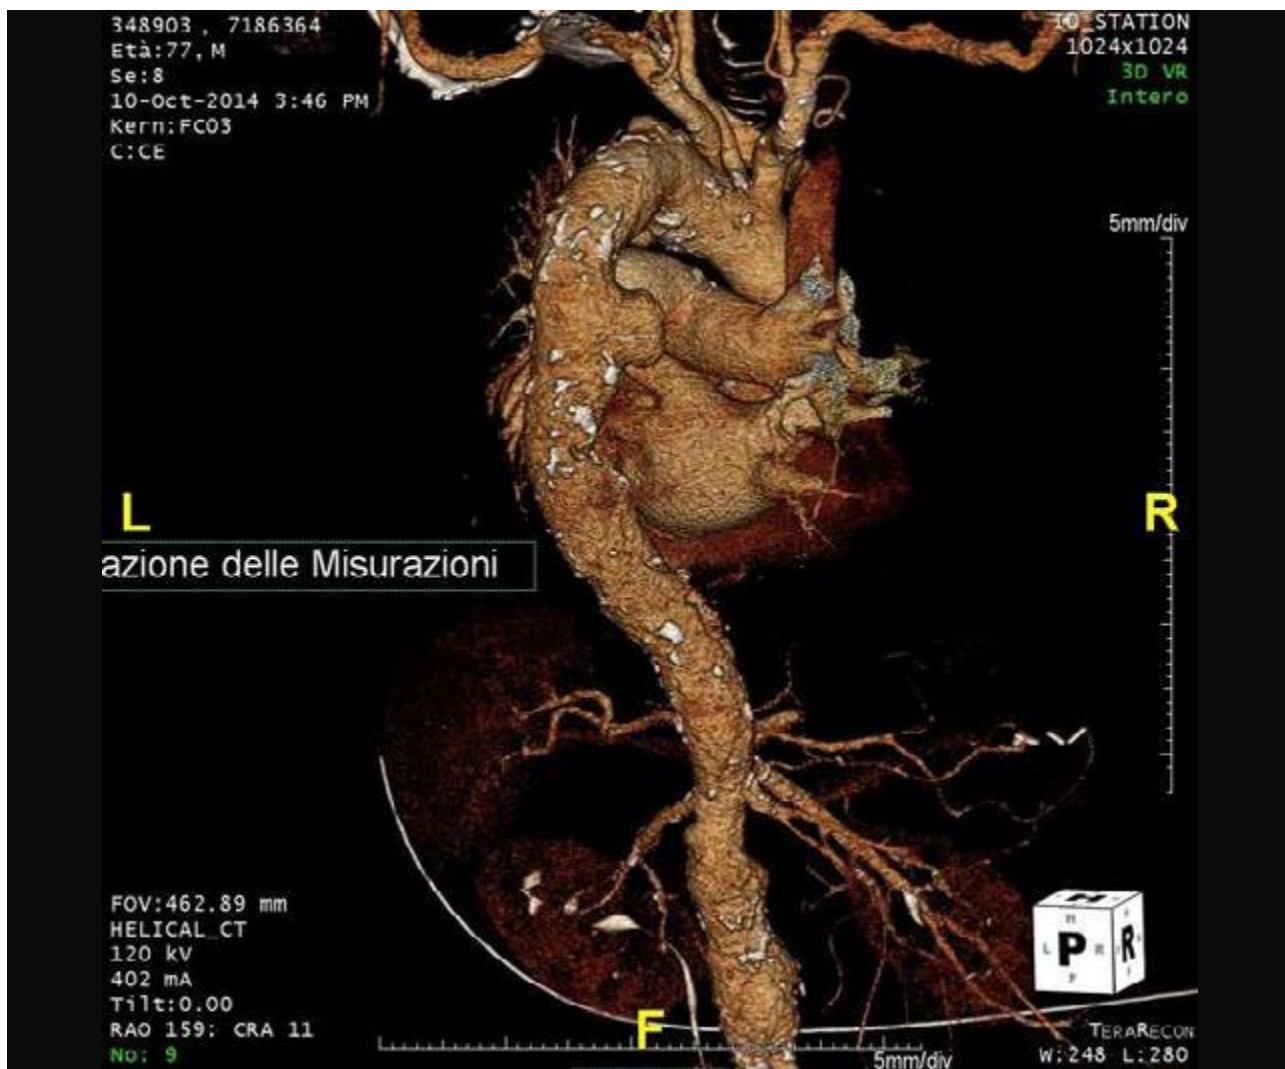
Ricostruzione 3D in Angio-TC dello stesso paziente della figura 40.
